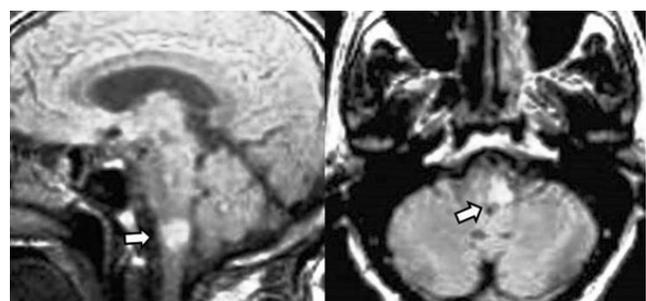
Imágenes de resonancia magnética. La flecha indica la lesión de infarto en la región medular lateral izquierda.
